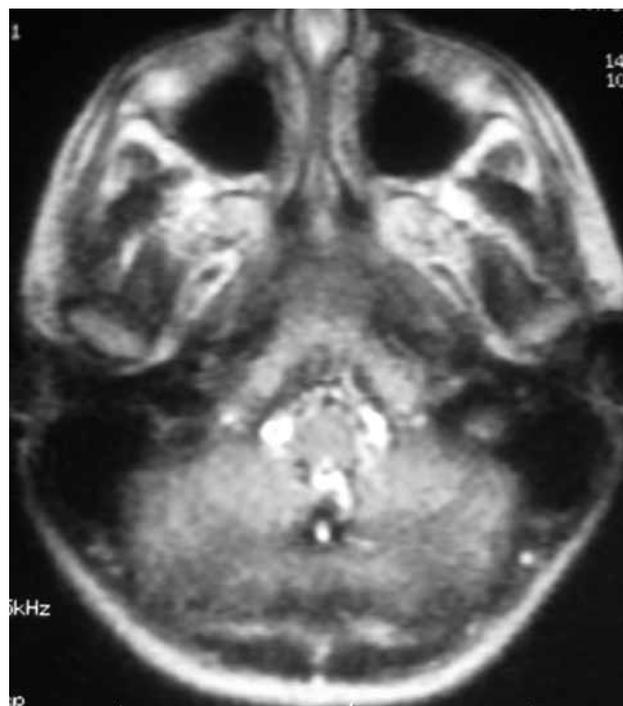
RMN a la semana del ingreso en UCIP. Secuencia de difusión.
